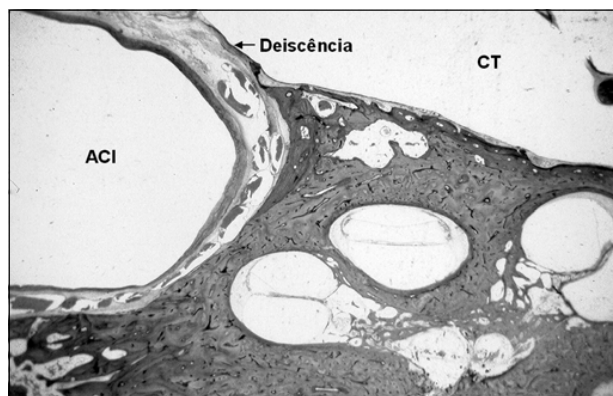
Corte histológico do osso temporal mostrando uma pequena deiscência do canal carótico na cavidade timpânica. Ausência de uma pequena porção da parede carótico-timpânica entre a artéria carótida interna (ACI) e a cavidade timpânica (CT).
